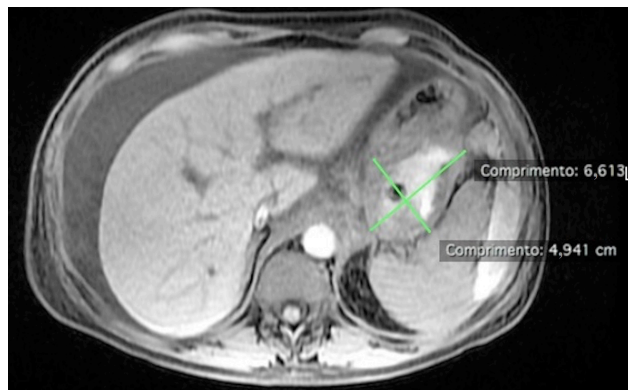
Imagem de ressonância magnética do abdome em T1 com saturação de gordura após injeção de contraste evidenciando volumoso pseudoaneurisma de artéria esplênica de 6,6 x 4,9 cm em contato com a parede posterior do estômago.
